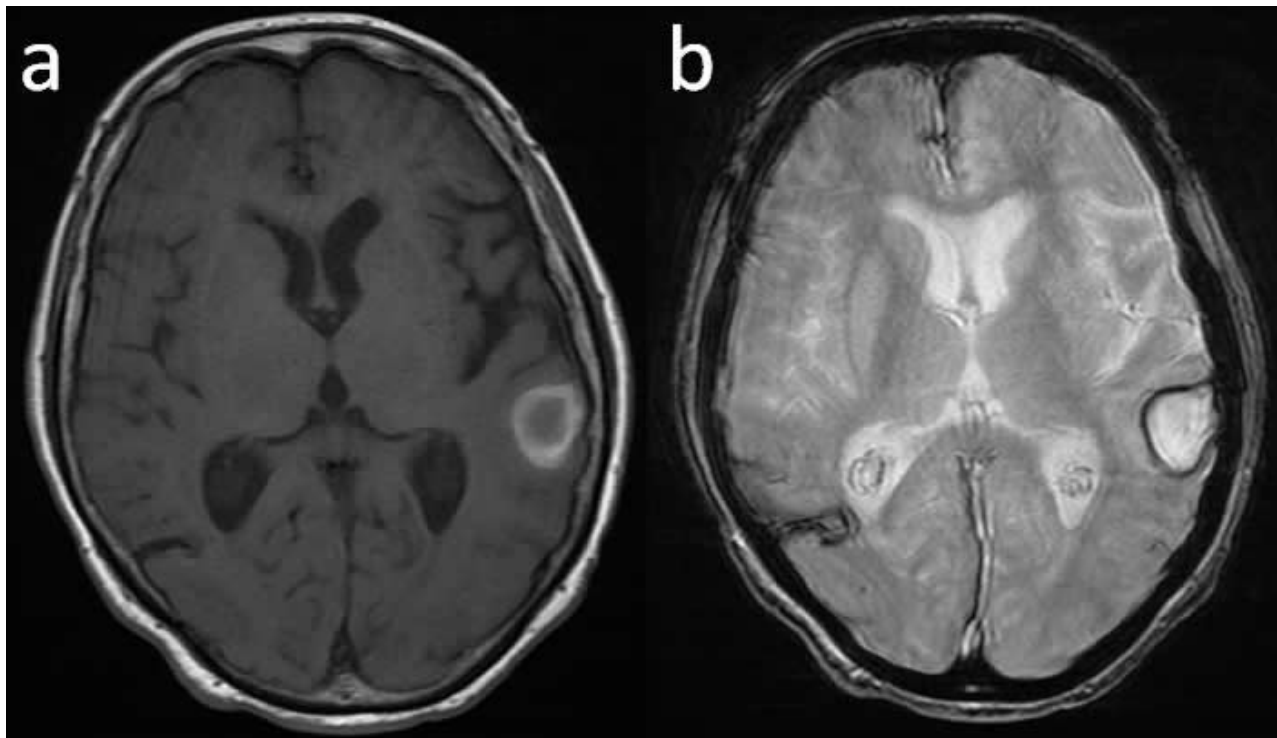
IRM en coupe axiale d'un hématome cortico-sous-cortical a la phase subaiguë tardive (semaine-mois). En séquence T1, l'hématome commence à apparaître en hypersignal T1 (a). En T2, l'hématome est en hypersignal avec une couronne d'hyposignal périphérique (b).
